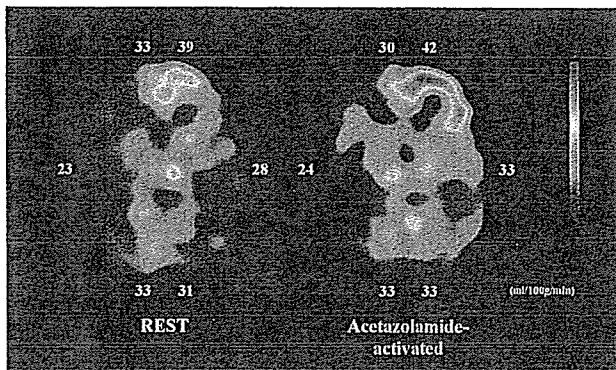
Preoperative ¹²³I-IMP SPECT
